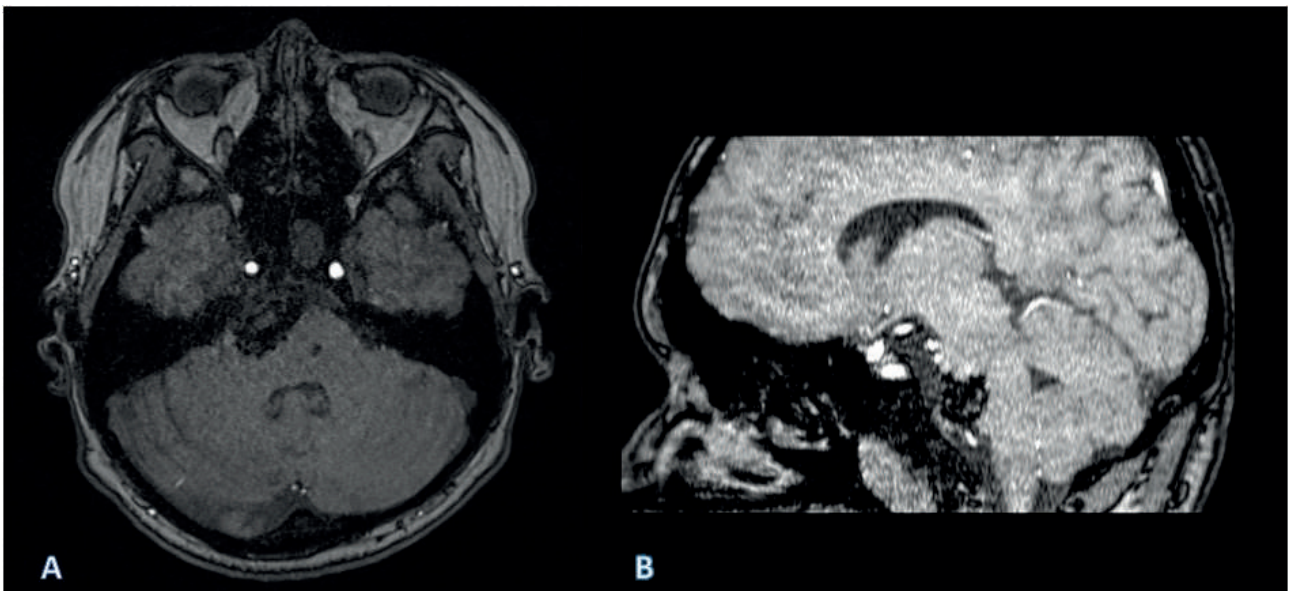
На контрольном МРТ головного мозга через 10 месяцев признаков реканализации аневризмы не отмечалось (А – аксиальный снимок, В – сагитальный снимок)
